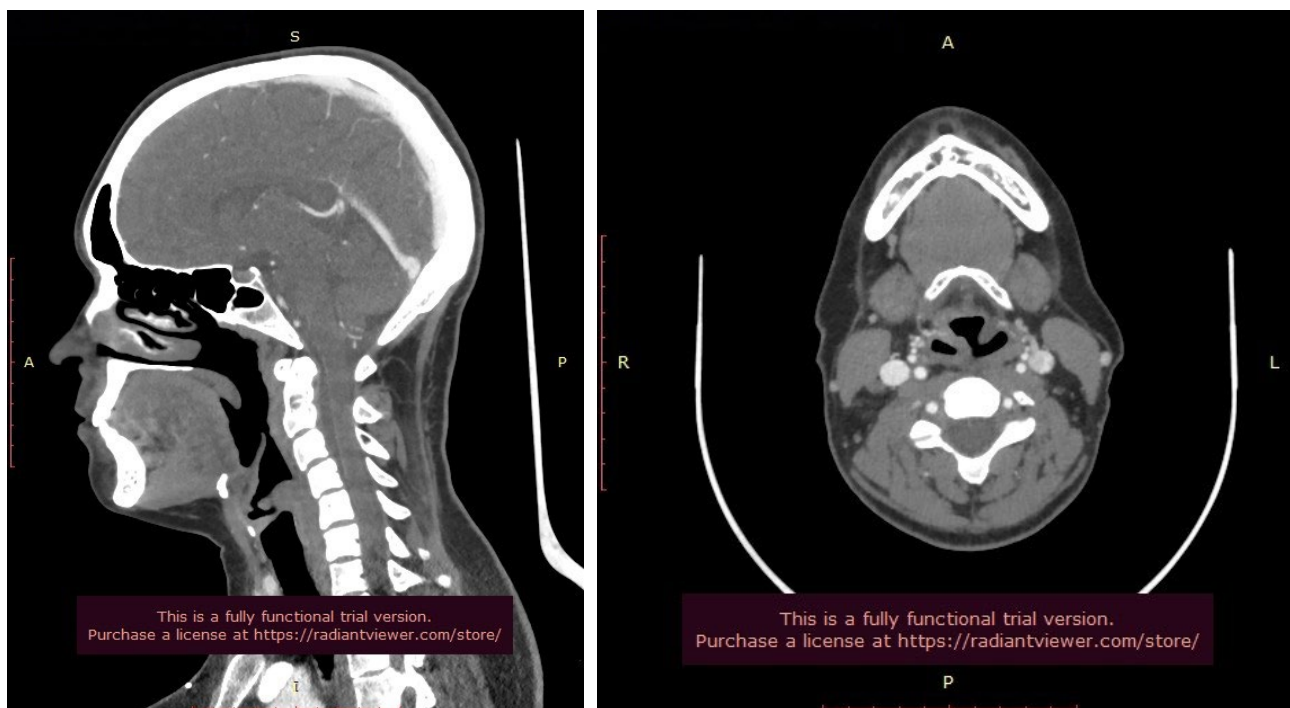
Компьютерная томография органов головы и шеи на 18-е сутки после операции
